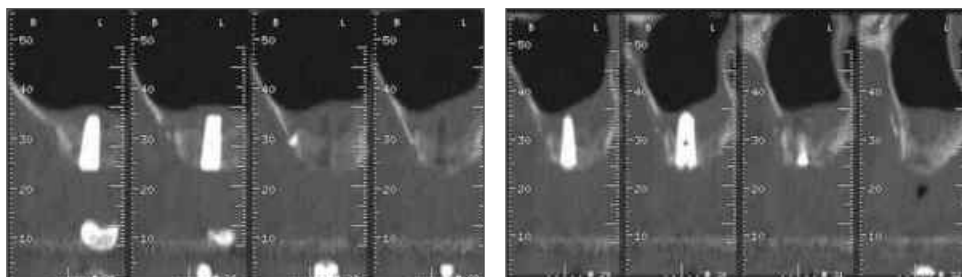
CT scan shows bone reformation in the sinus after 6months healing.
